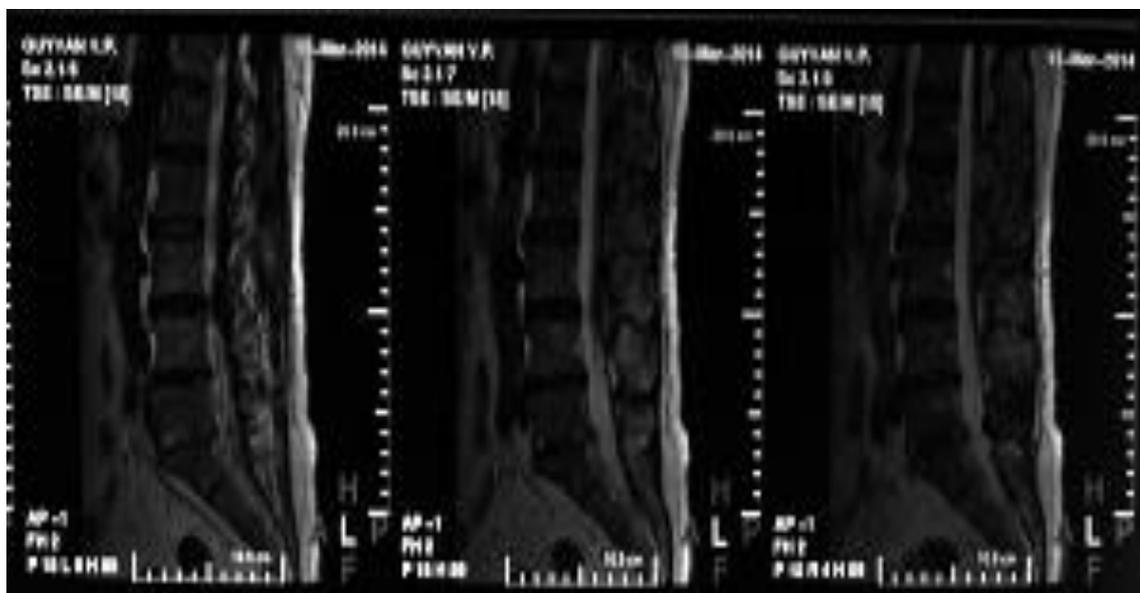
МРТ пациента Г., 53л., до операции.
